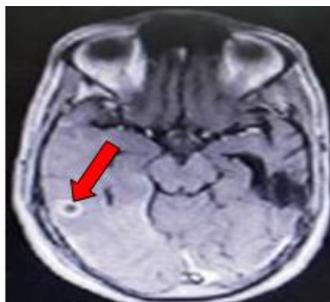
Resonancia magnética, donde se observa un absceso cerebral bilateral de la fosa media. El izquierdo esta operado hay defecto de lleno y el derecho aún se observa la capsula que captó contraste y en su interior parénquima cerebral en licuefacción.
